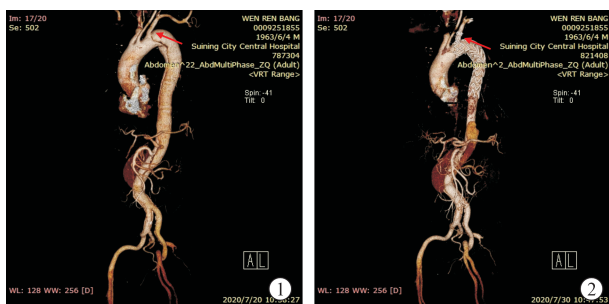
Preoperative and postoperative cross-sectional CTA imaging of the thoracic and abdominal aorta
